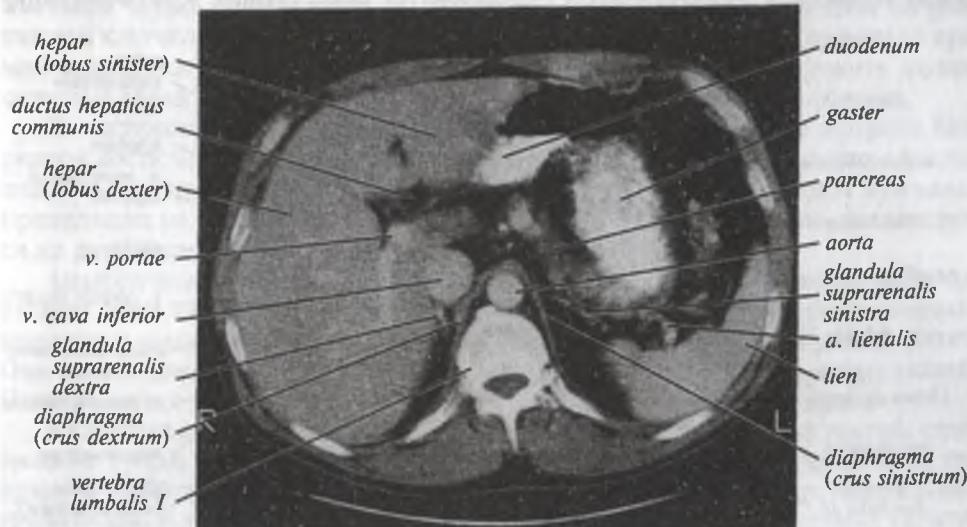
Компьютерная томограмма области живота. Поперечный срез на уровне I поясничного позвонка
